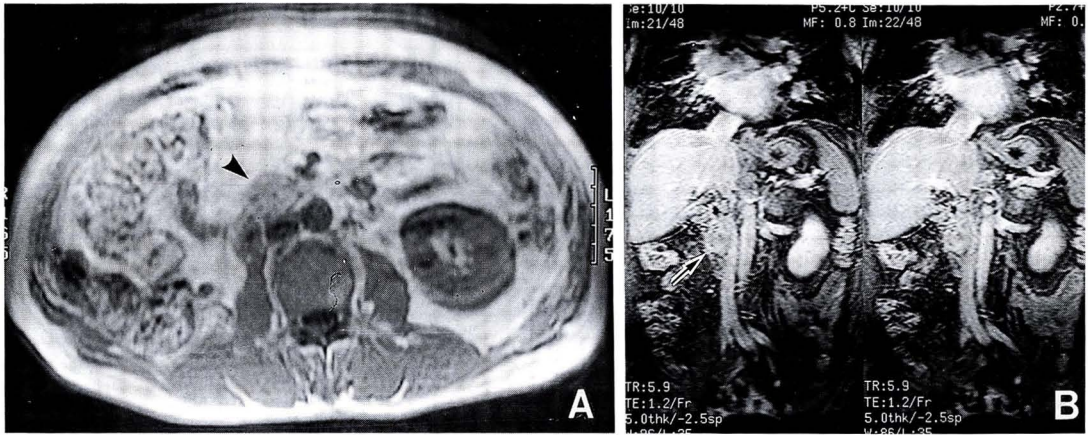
A protruding mass (arrow) between uncinate process of pancreas and second portion of duodenum. The lesion shows slightly high signal intensity on T2-weighted image (B) compared to T1-weighted image (A).
